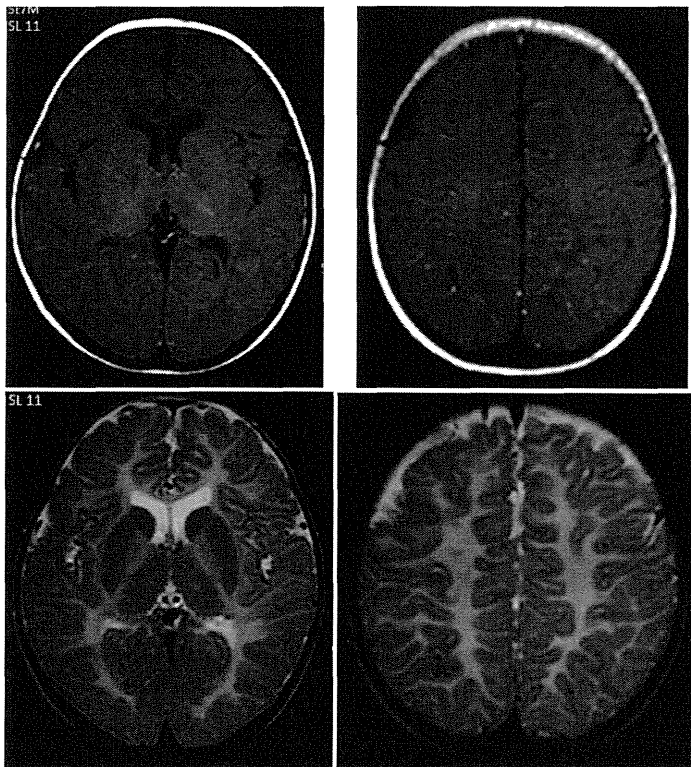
MRI (上段：T1 強調画像、下段：T2 強調画像)
